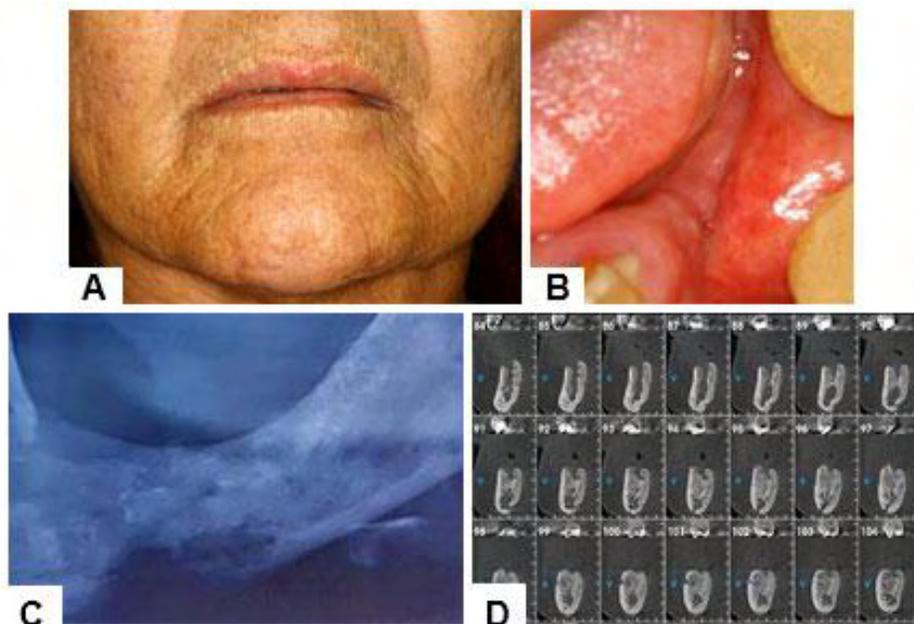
Avaliação clínica e por imagem de uma lesão avançada de ORN (A) No exame extraoral observa-se uma leve aumento de volume na região da hemiface à esquerda; (B) O exame clínico intraoral mostrou uma mucosa alveolar intacta e uma drenagem purulenta mas associada ao dente 33; (C) À radiografia panorâmica se evidenciou uma extensa destruição de cortical mandibular direcionada à basal e com áreas mistas compatíveis com sequestro ósseo e aspecto de “roído de traça” . (D) Ao exame tomográfico por *Cone beam* nos cortes sagitais constatou-se uma fratura patológica favorável da basal mandibular compatível com lesão avançada de ORN mandibular.
